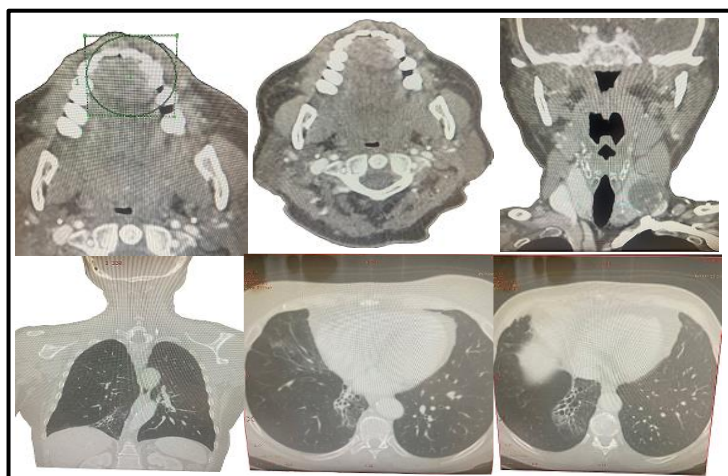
Tomografía contrastada de macizo facial, cuello y pulmón.
